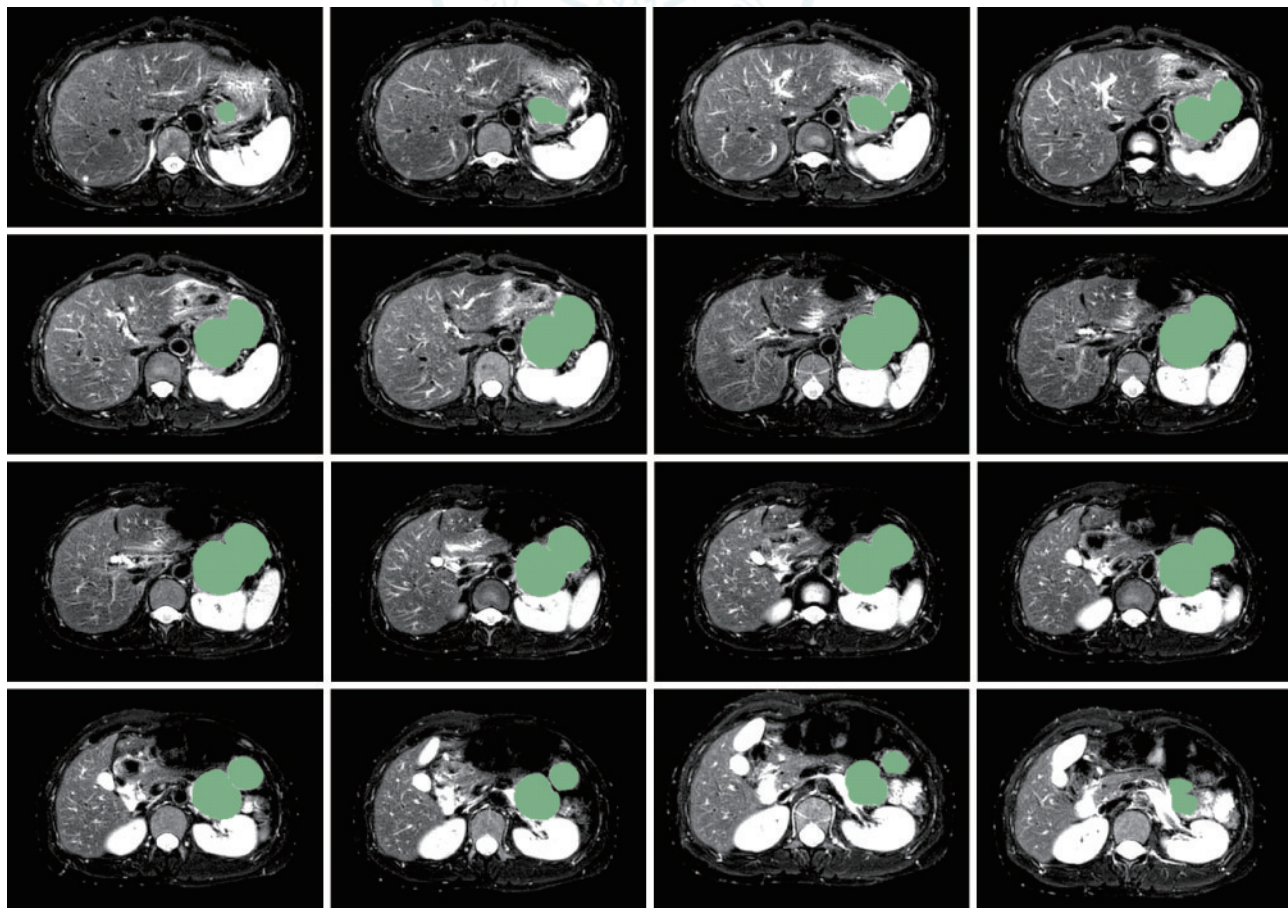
运用 3D slicer 软件在患者胰腺磁共振成像(MRI) T2 加权像上对病变 16 个横断面进行逐层描绘,绿色标记部分为病变
